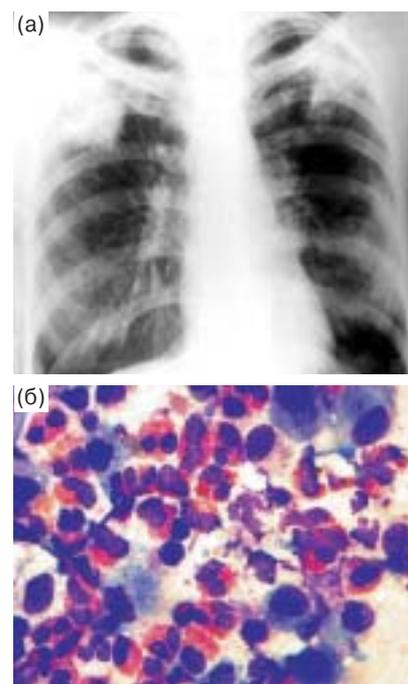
Дебют двусторонней ХЭП: а – обзорная рентгенограмма грудной клетки; б – цитологический препарат осадка БАС. Окраска по Райту–Романовскому.
